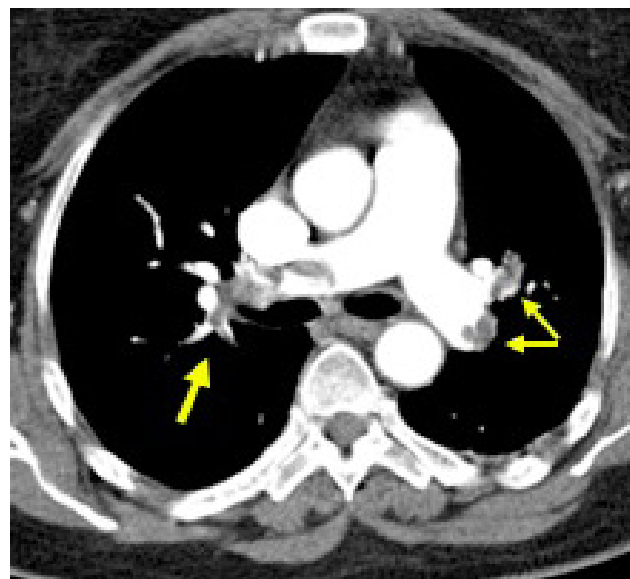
Tomografia do tórax. As setas apontam trombos nas artérias pulmonares
